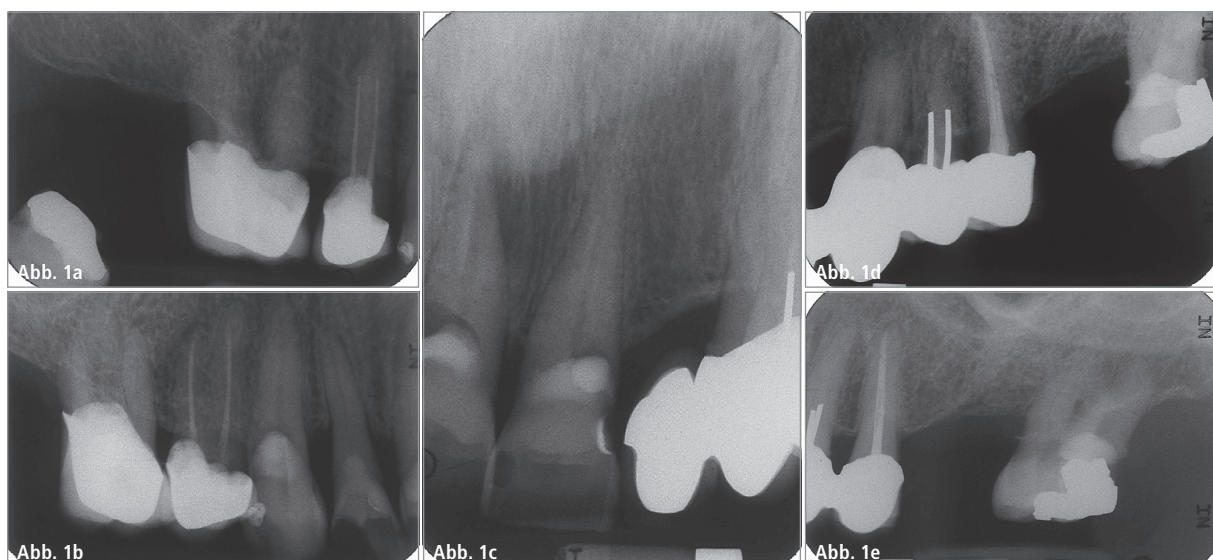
Röntgenstatus des Oberkiefers vor Therapie.
